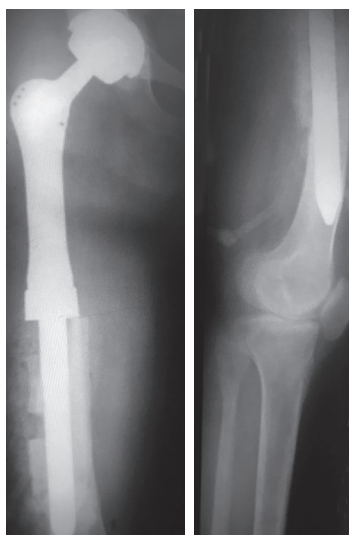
Рентгенограмма правого бедра после имплантации эндопротеза. Длина замещенного фрагмента бедренной кости составила 25 см
